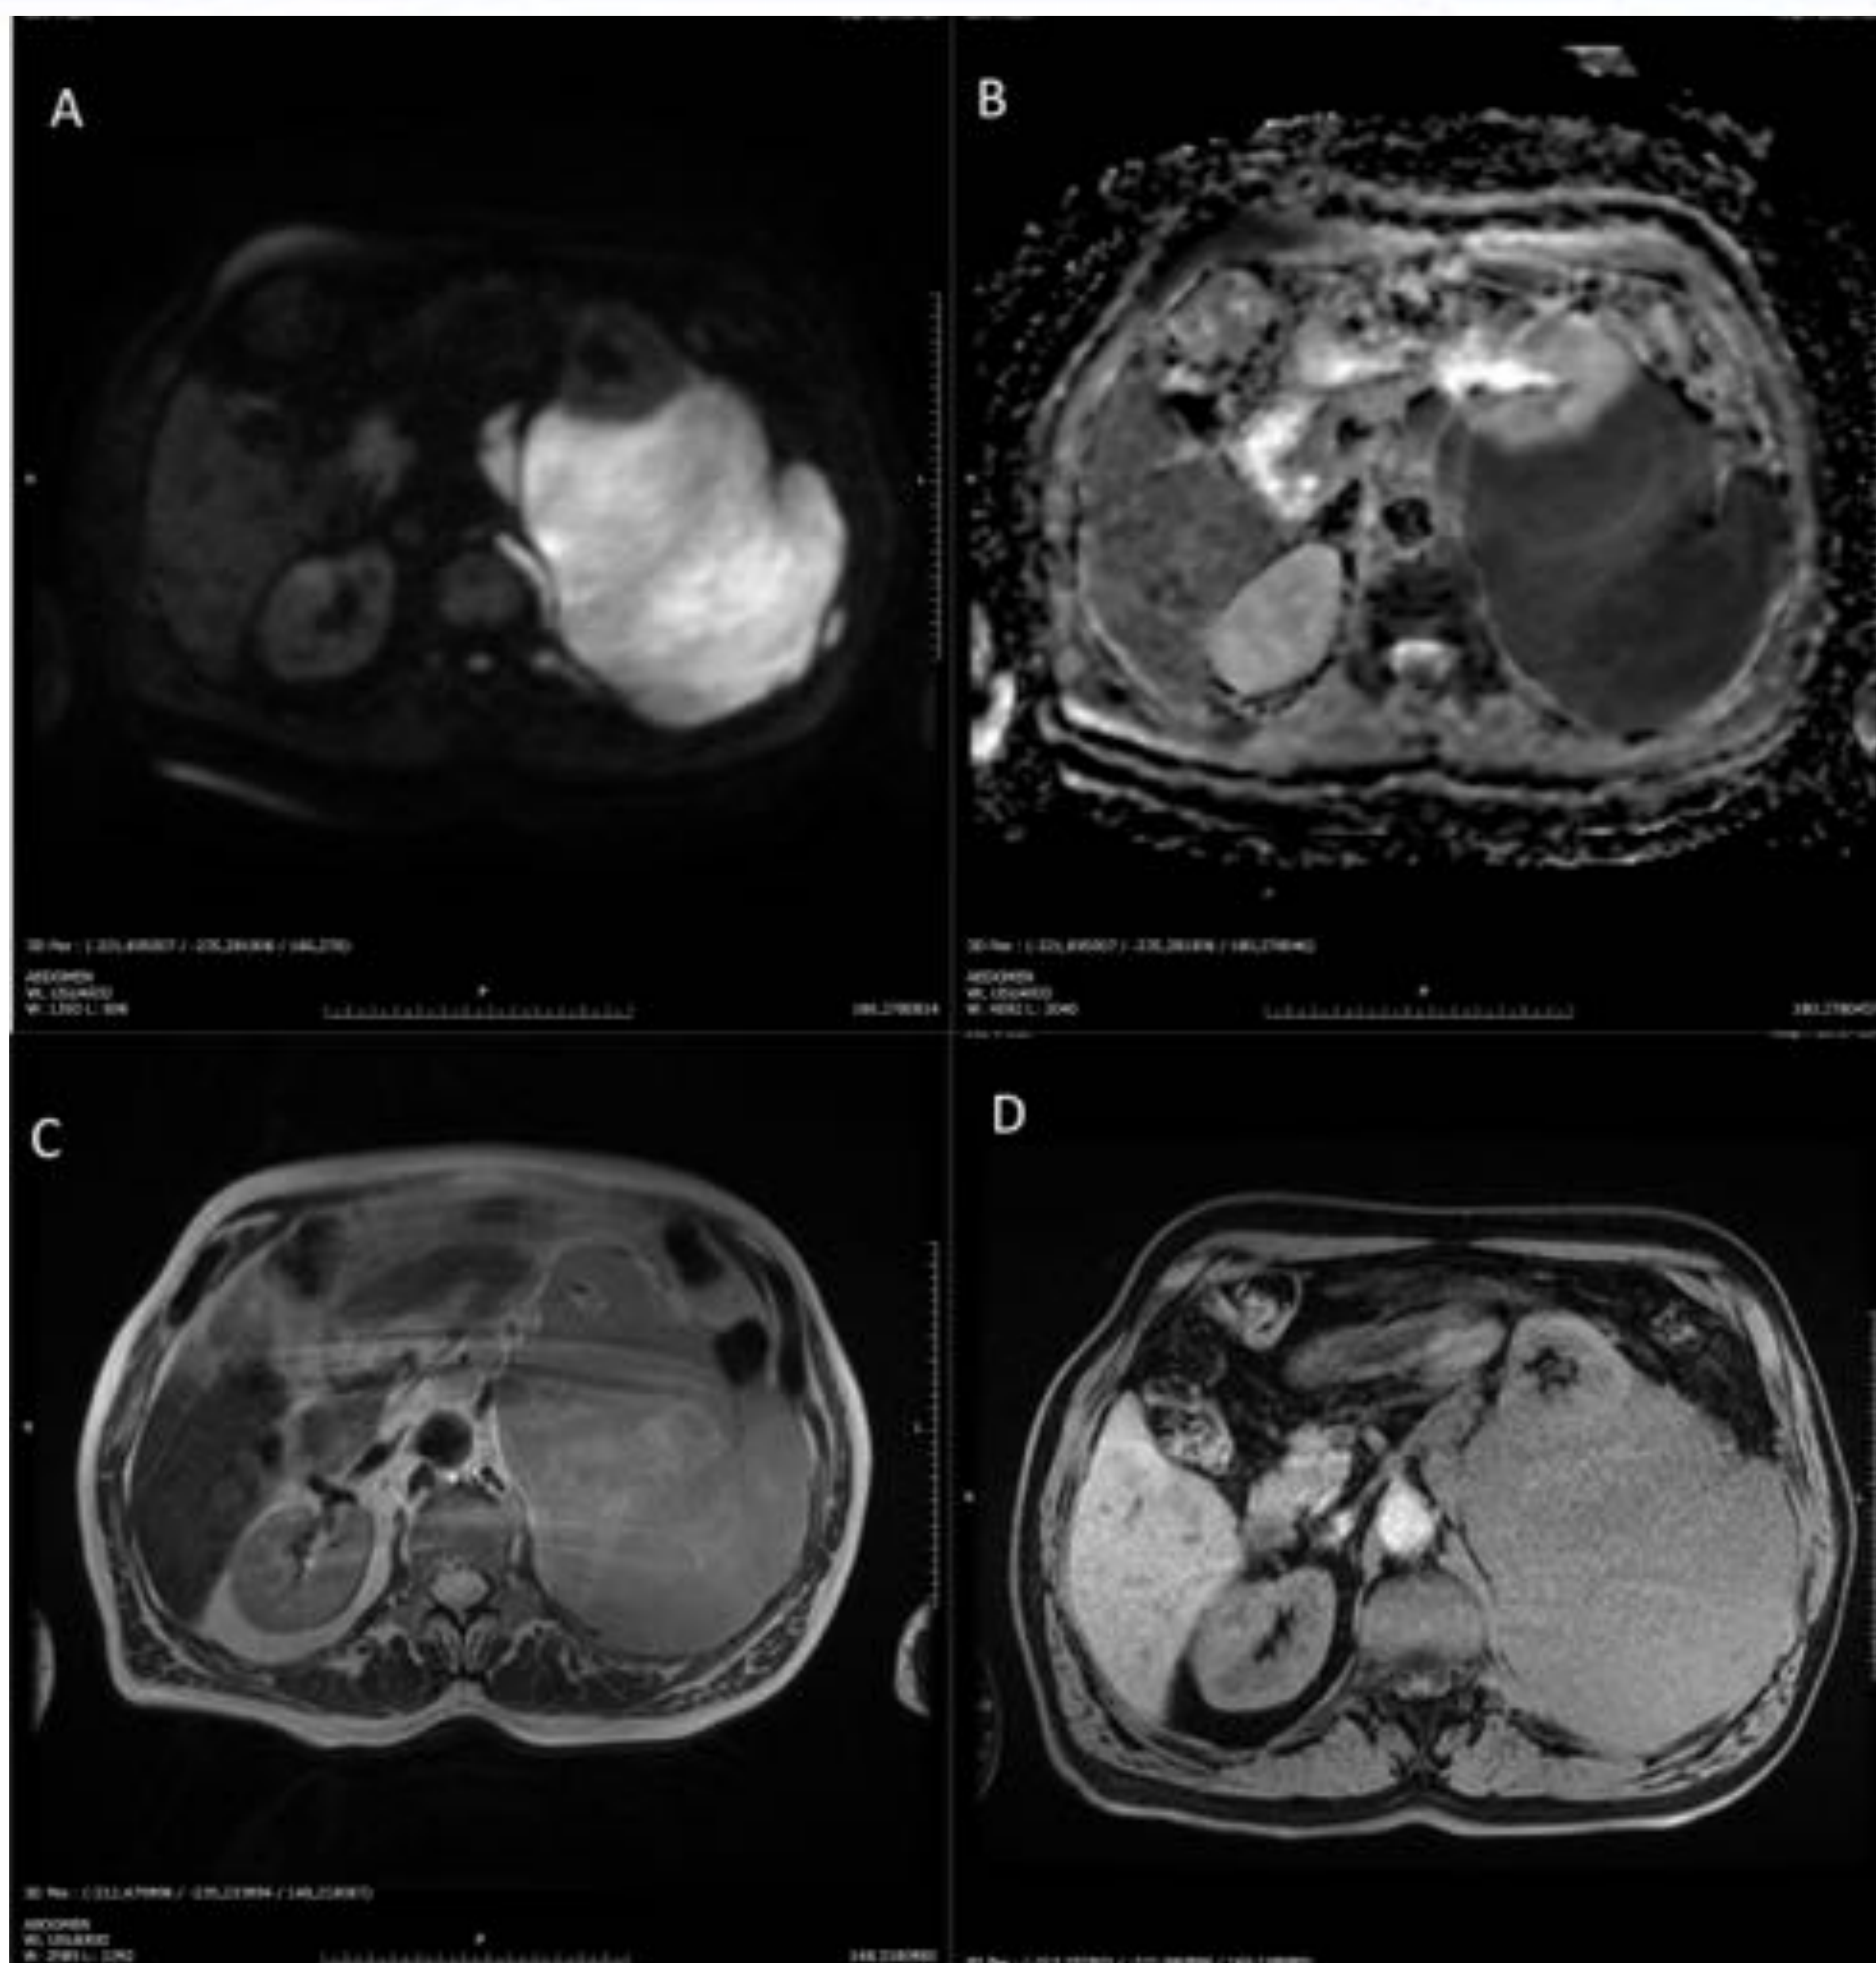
RM de paciente de la figura 6 . En el espacio pararenal posterior se identifica una gran masa (12,7 x 14 x 17,6 cm), que se continúa con el riñón izquierdo, contacta con el músculo psoas ipsilateral, con el diafragma y con la pared abdominal posterior y posterolateral izquierda, adaptándose a dichas estructuras, observando plano de separación graso respecto al bazo, a excepción de un mínimo contacto en su región más anterior y medial. Restringe la difusión (A y B) y muestra una señal ligeramente hiperintensa en T2 (C). Tras la introducción de contraste tiene un comportamiento hipovascular, aunque si hay cierto realce sobre todo visible en las fases más tardías del estudio dinámico (D). Asocia adenopatías patológicas retroperitoneales paraaórticas y cercanas al hilio renal. Dados los hallazgos referidos la lesión sugiere linfoma renal. Biopsia ; linfoma no Hodgkin folicular.
